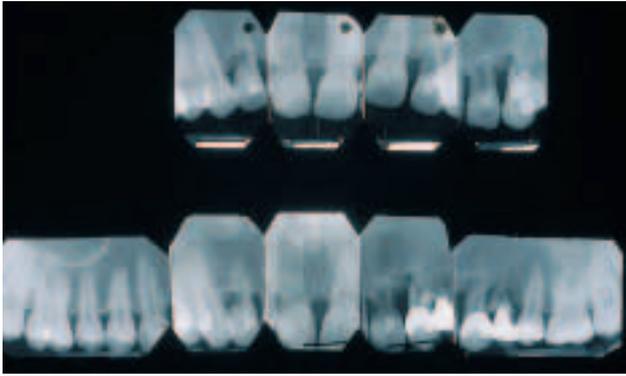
Einzelröntgen Oberkiefer Ausgangssituation (oben) und Reevaluation (unten)
